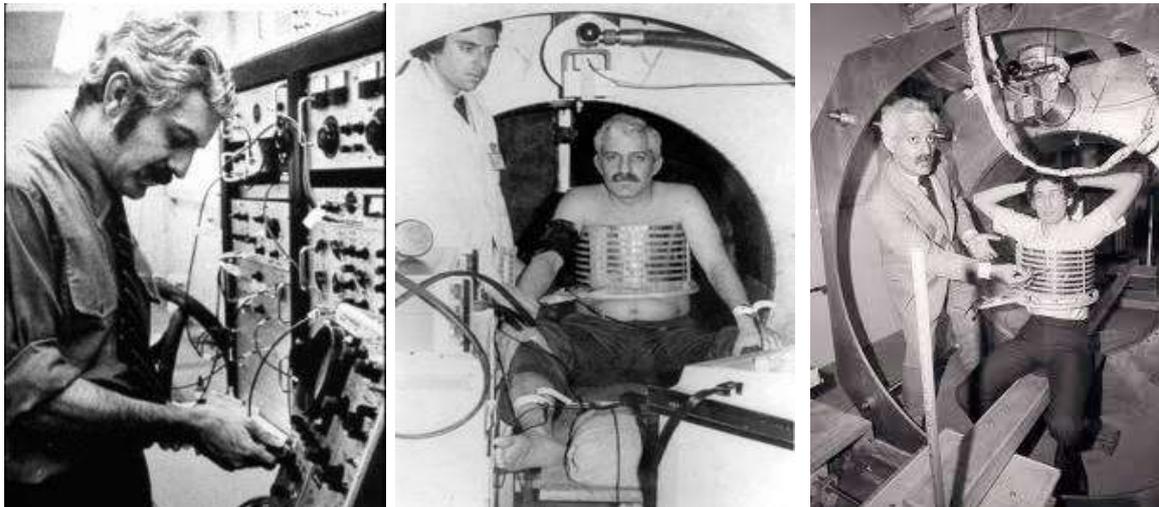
Primeiro equipamento para exames por ressonância magnética sendo testado por seus criadores em 1977.
